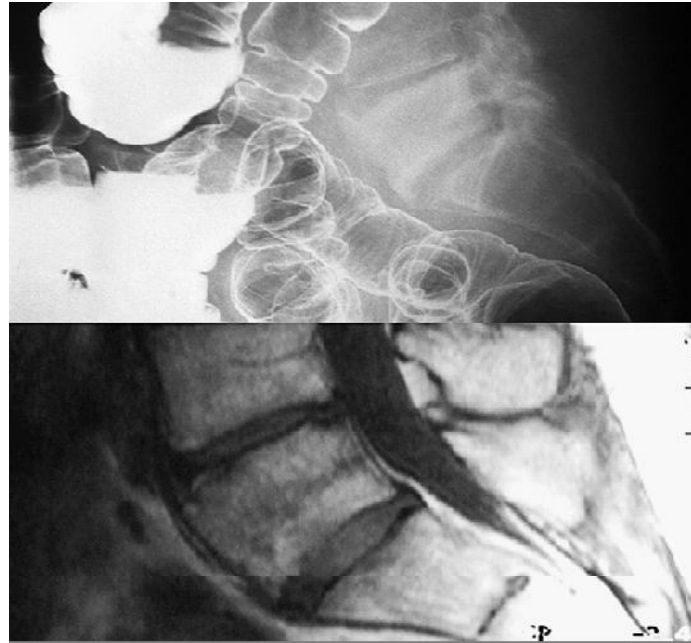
vertèbre ivoire à L5 notée fortuitement au cours d'un lavement baryté (en haut) et à l'IRM image sagittale T1W. Notez l'ossification para-vertébrale résultant en une apparence élargie. ^[15]
